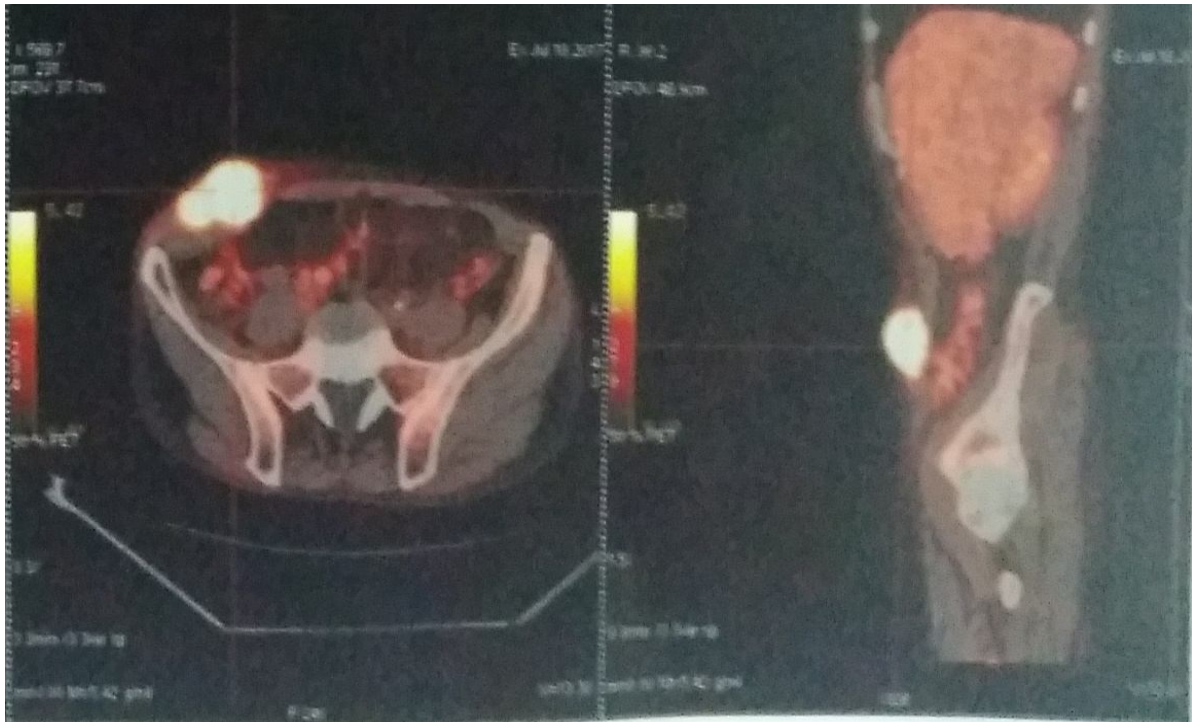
PET-scan montrant *une masse hypermetabolique sous cutanée pariétale de la fosse iliaque droite, bilobée, mesurant 56mmx35mmx49mm*
